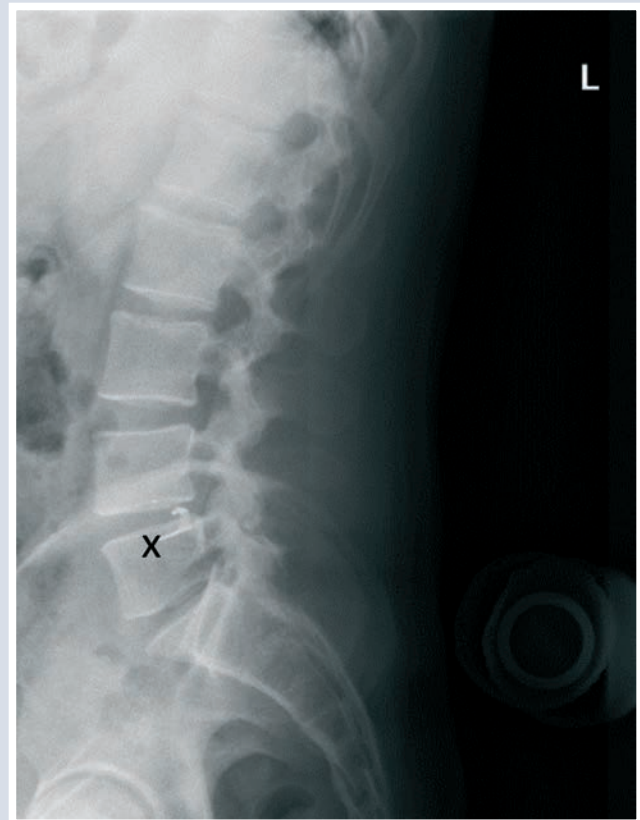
Das seitliche Röntgenbild der Lendenwirbelsäule nach dem Eingriff zeigt das Behandlungsergebnis eines Patienten, bei dem ein Barricaid-Implantat in Höhe LW 4/5 eingesetzt worden ist (x). Man kann erkennen, wie das Implantat wie ein Anker in das Bandscheibenfach platziert worden ist.
